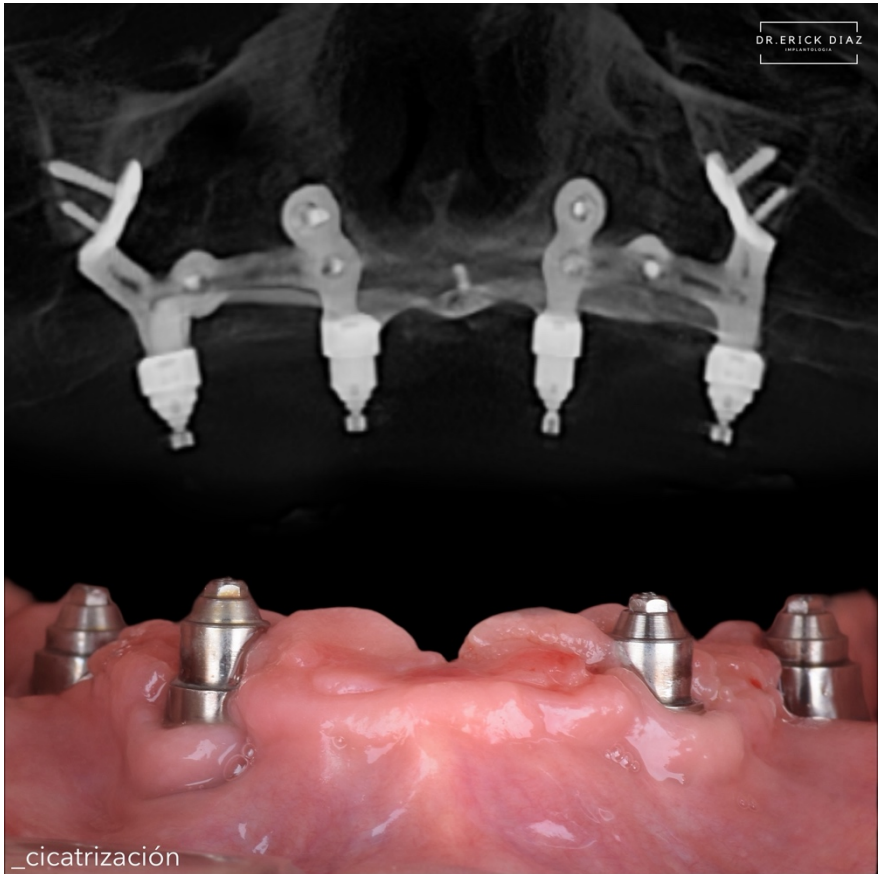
CBCT control del paciente 2.
